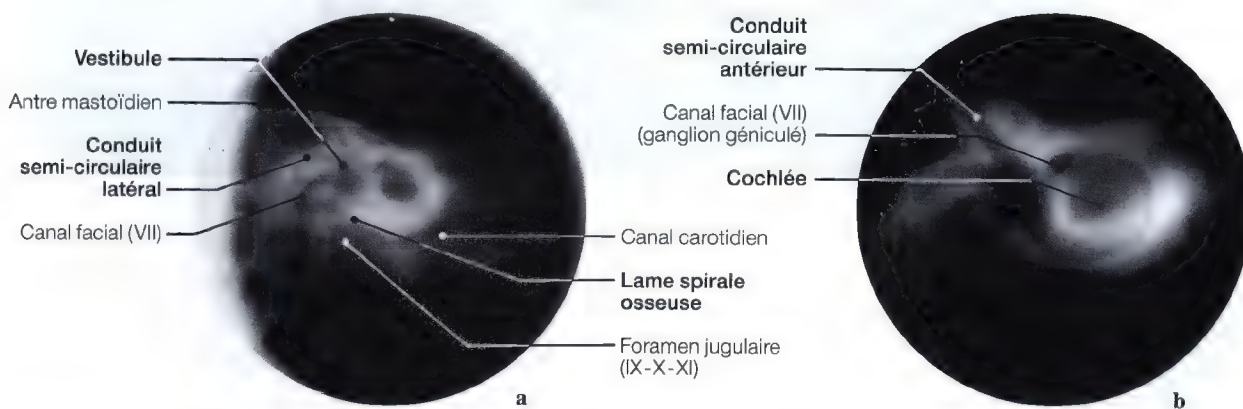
a, b. Tomographies des conduits semi-circulaires, vestibule et le canal facial (pièce anatomique)
